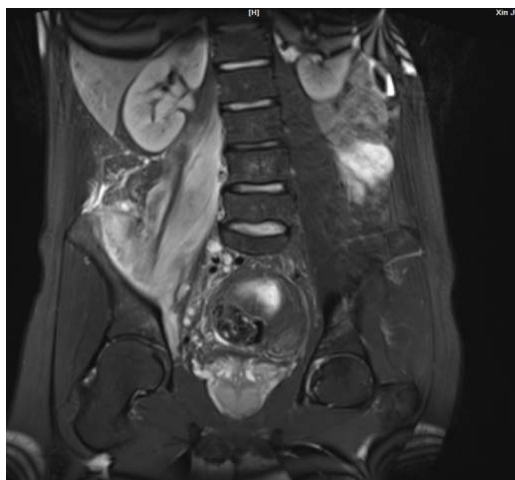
MRI of the sacroiliac joint: swelling of the right psoas muscle and iliopsoas muscle and abnormal signals inside it, and possible formation of abscess in the psoas muscle and iliopsoas muscles
